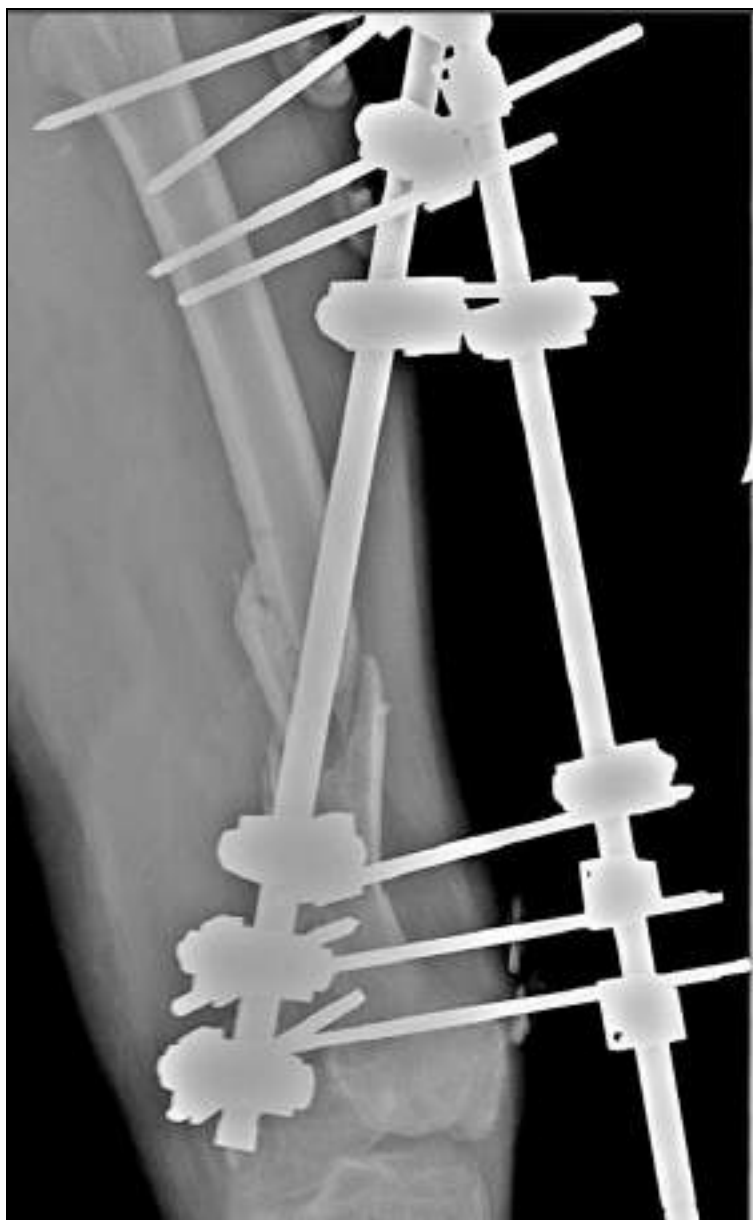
б. Фотовідбиток рентгенограми: вогнепальної перелом лівої стегнової кістки, МОС АЗФ.
